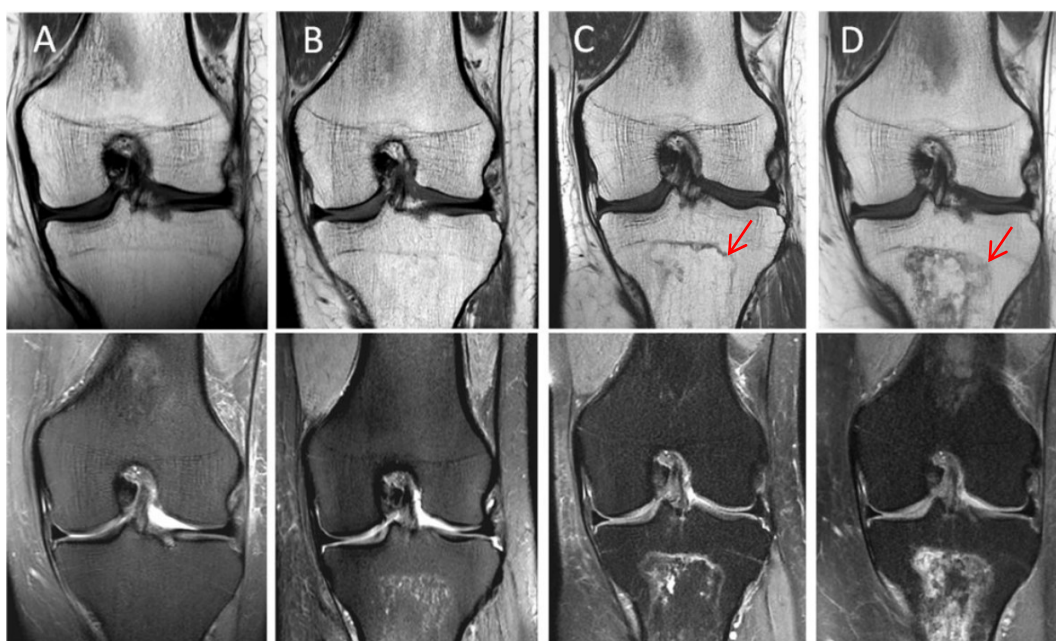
le immagini illustrano l'evoluzione di un IO alla RM.^[34]
